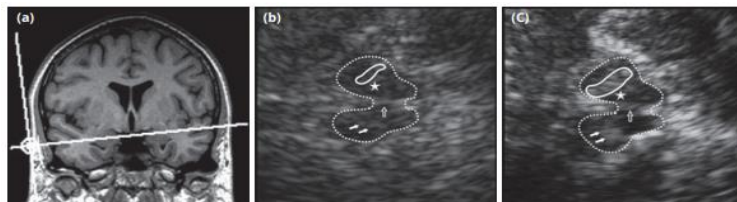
Ecografía transcraneal del tronco encefálico mesencefálico
